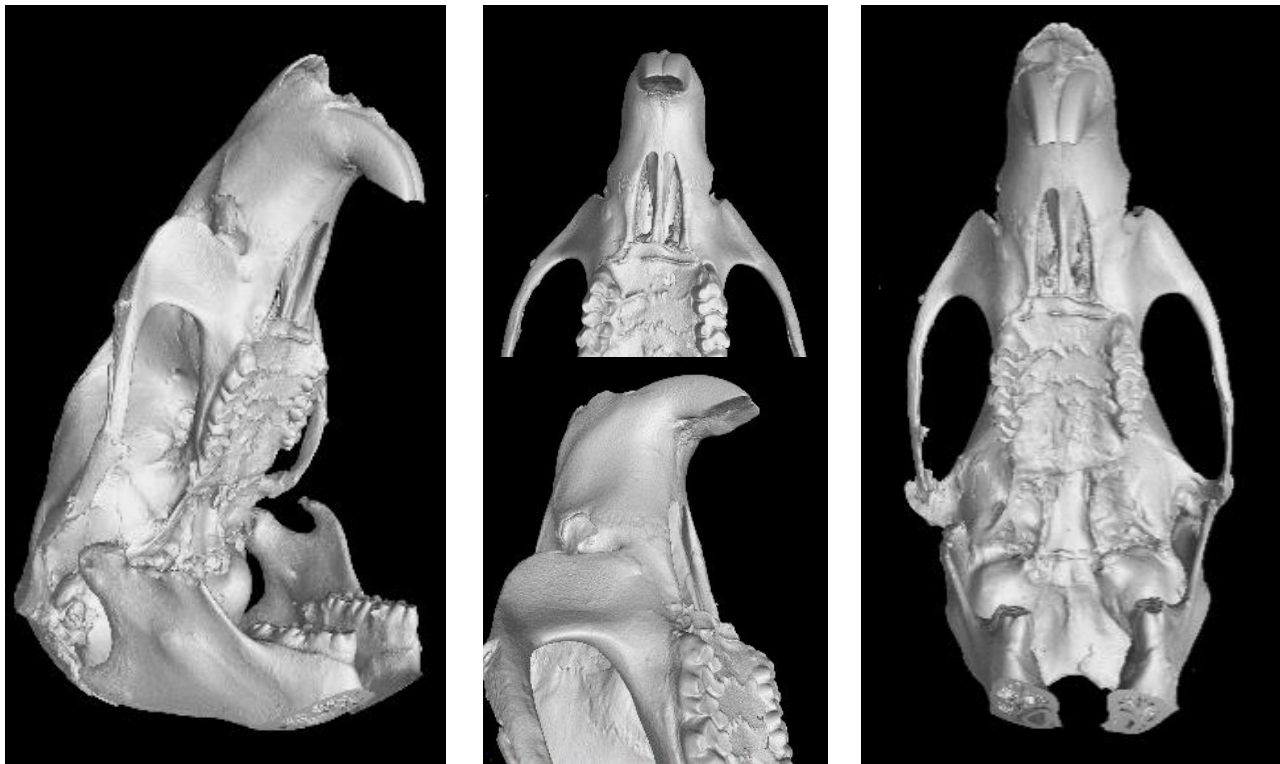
Resultado de las tomografías en cráneos de ratas Wistar.
